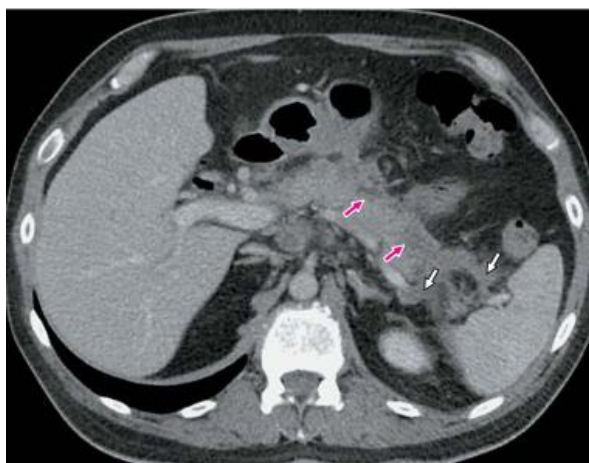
Компьютерная томограмма, венозная фаза, аксиальная проекция. 7-е сутки болезни. Неглубокий некроз ПЖ, красные стрелки. Паранекрозит - белые стрелки.
